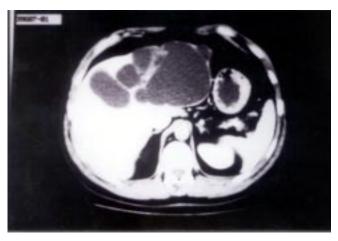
TC de abdomen con enfermedad poliquística de predominio en lóbulo izquierdo.
